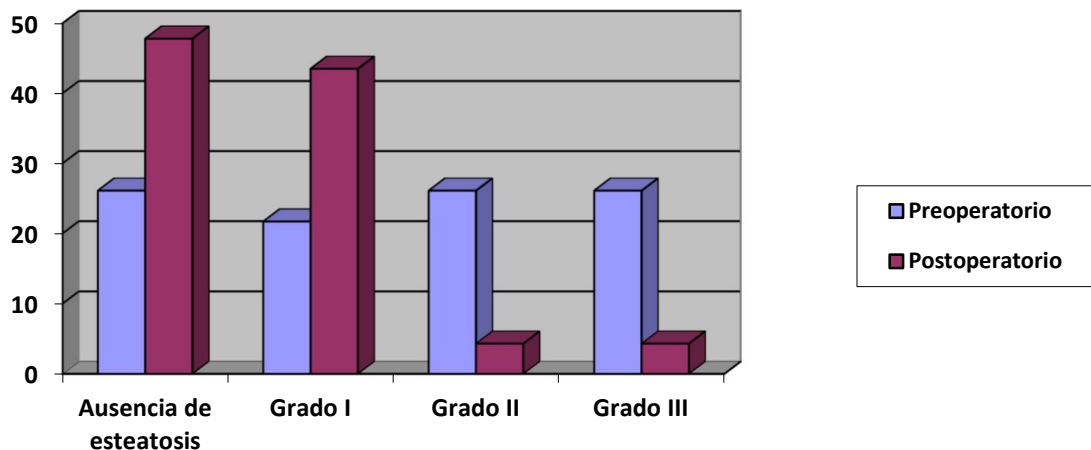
Evolución del grado de esteatosis mediante ecografía
